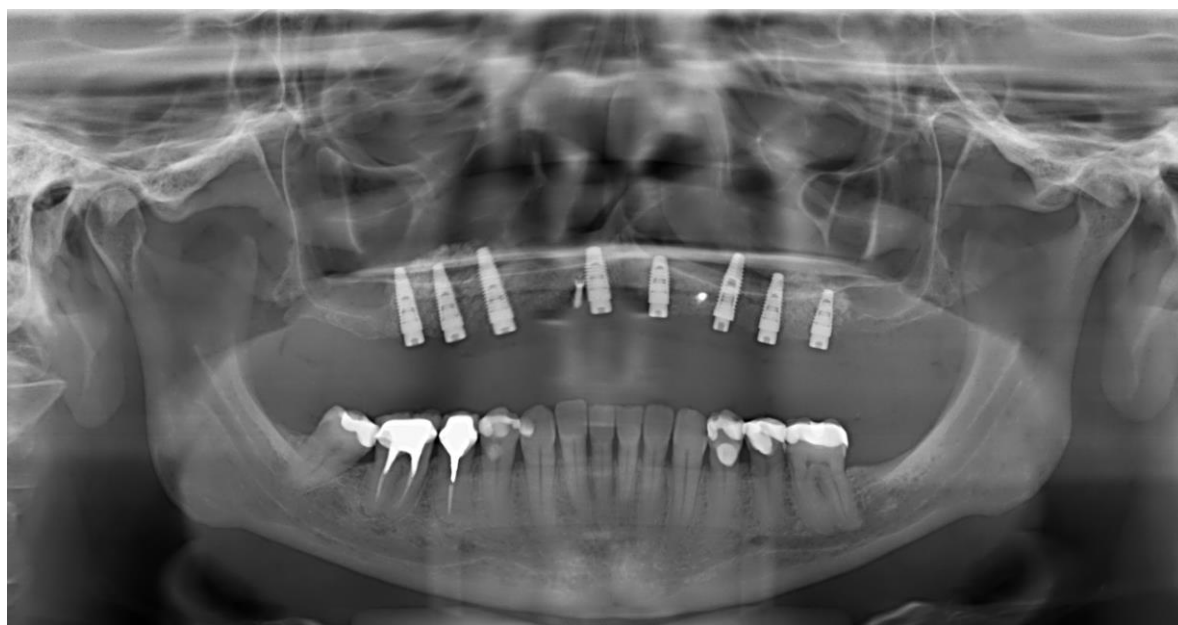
Radiografia panorâmica após instalação dos implantes
